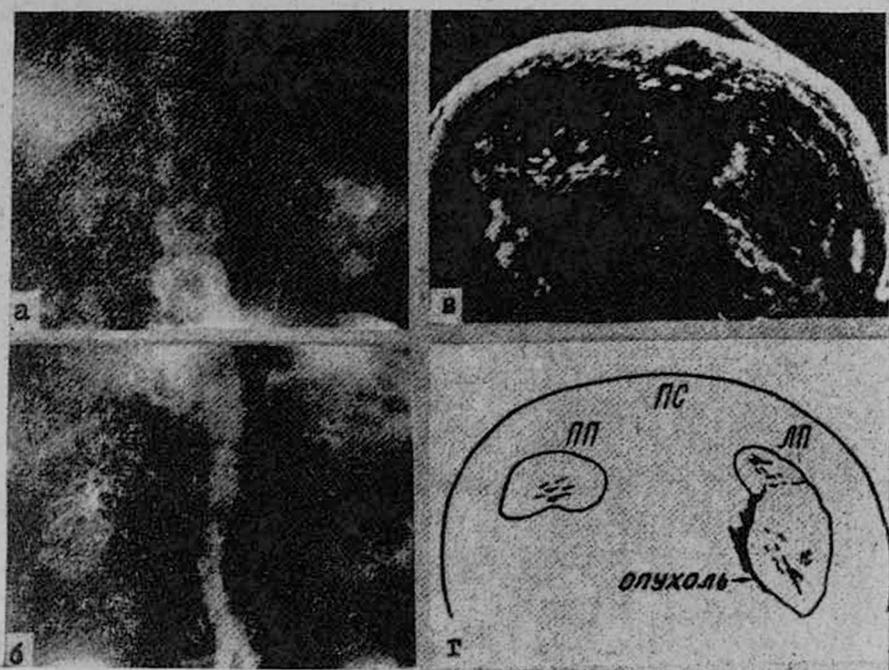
а, б, в. Данные рентгенологического и ультрасонографического обследований больного с опухолью левой почки: а, б—брюшные аортограммы, в—поперечная ультрасонограмма почек, видна нормальная правая почка и опухолевидное образование левой почки.
